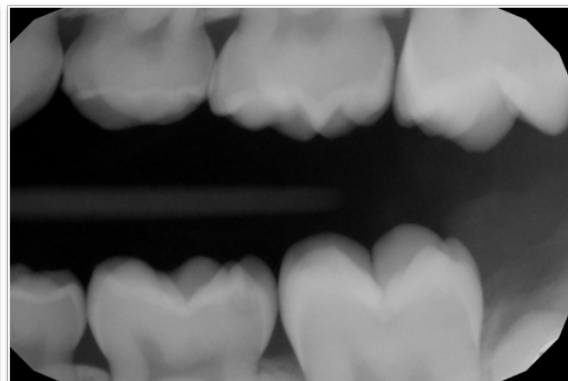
Radiografía aleta de mordida lado izquierdo.
